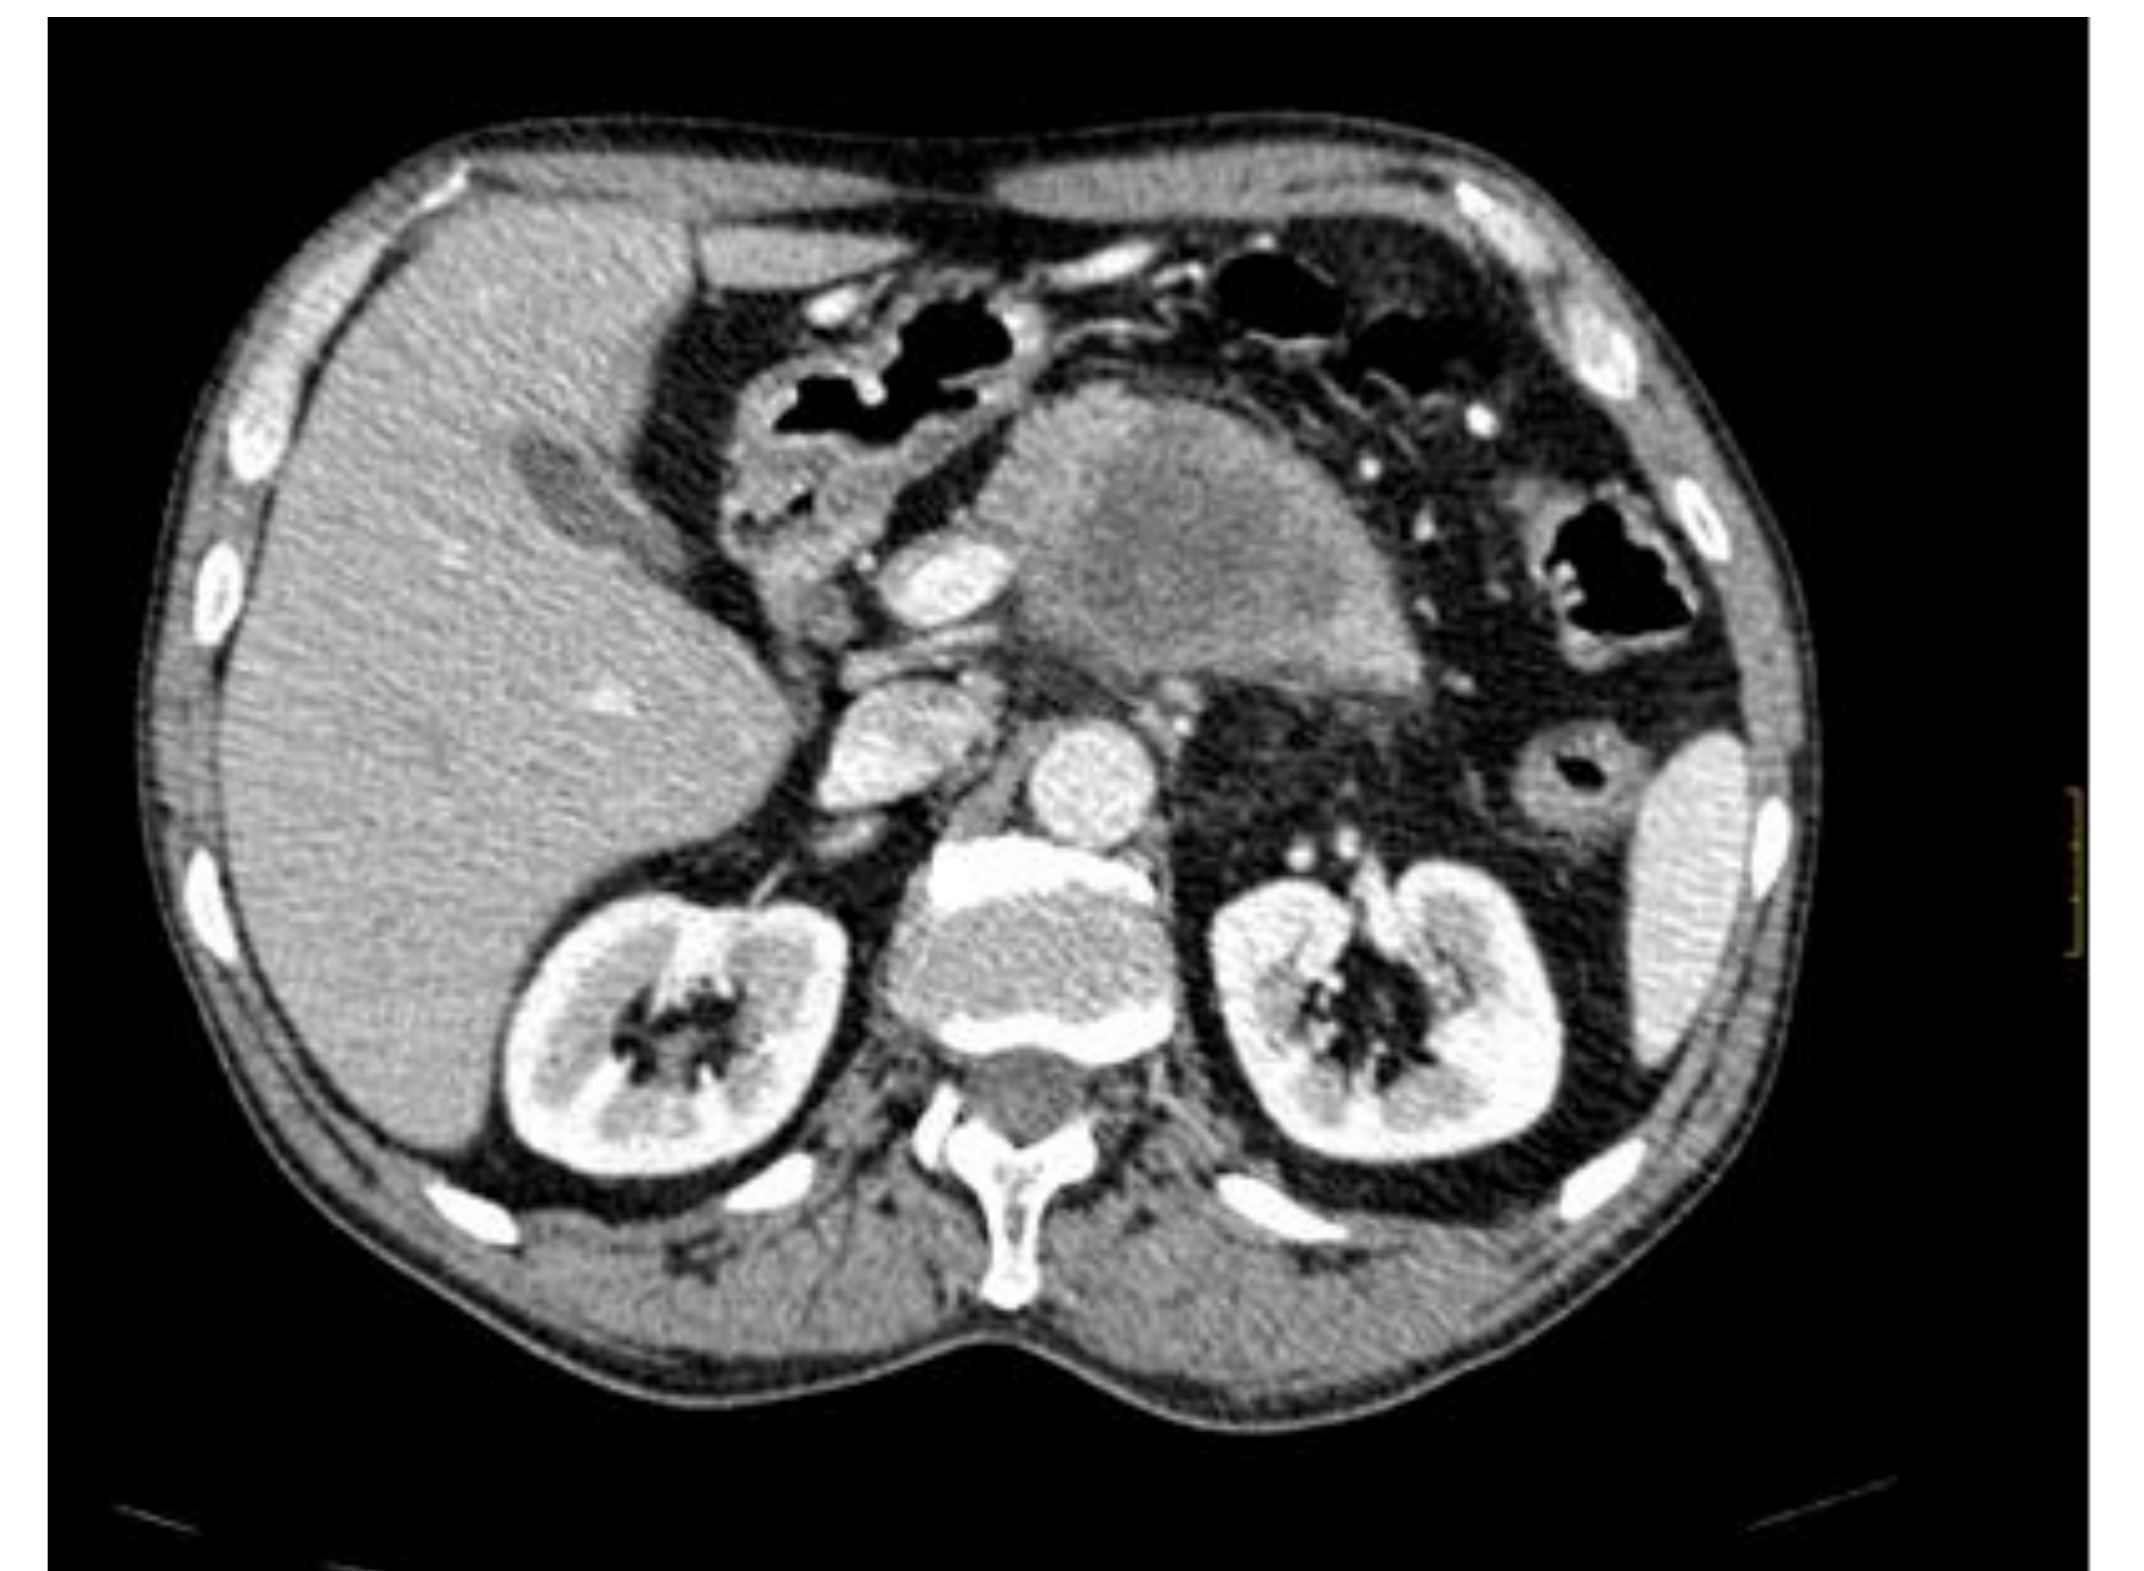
TC al diagnóstico
